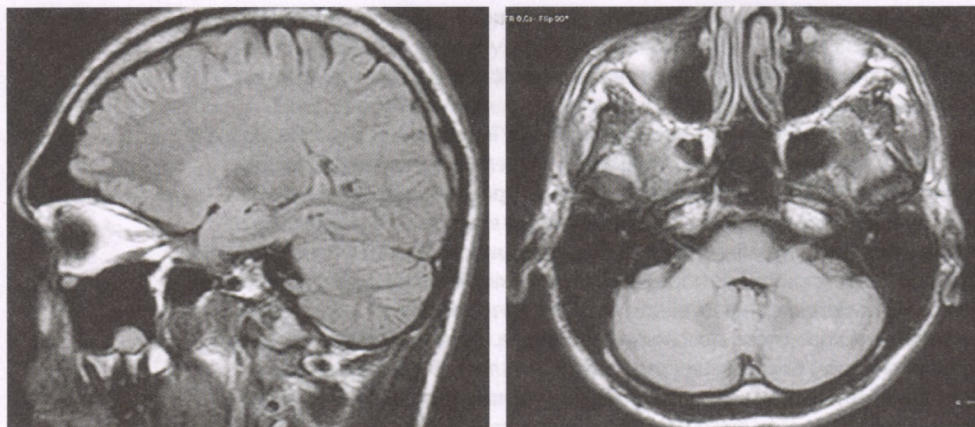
МРТ-картина головного мозга
